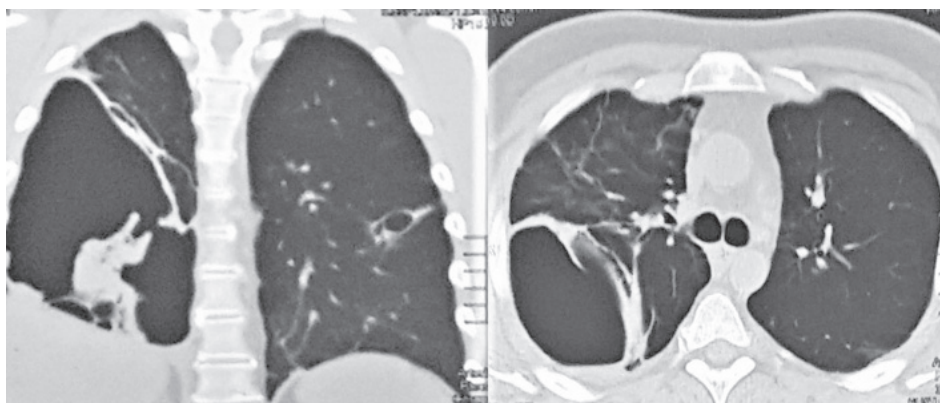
КТ ОГП через 4 міс. лікування
